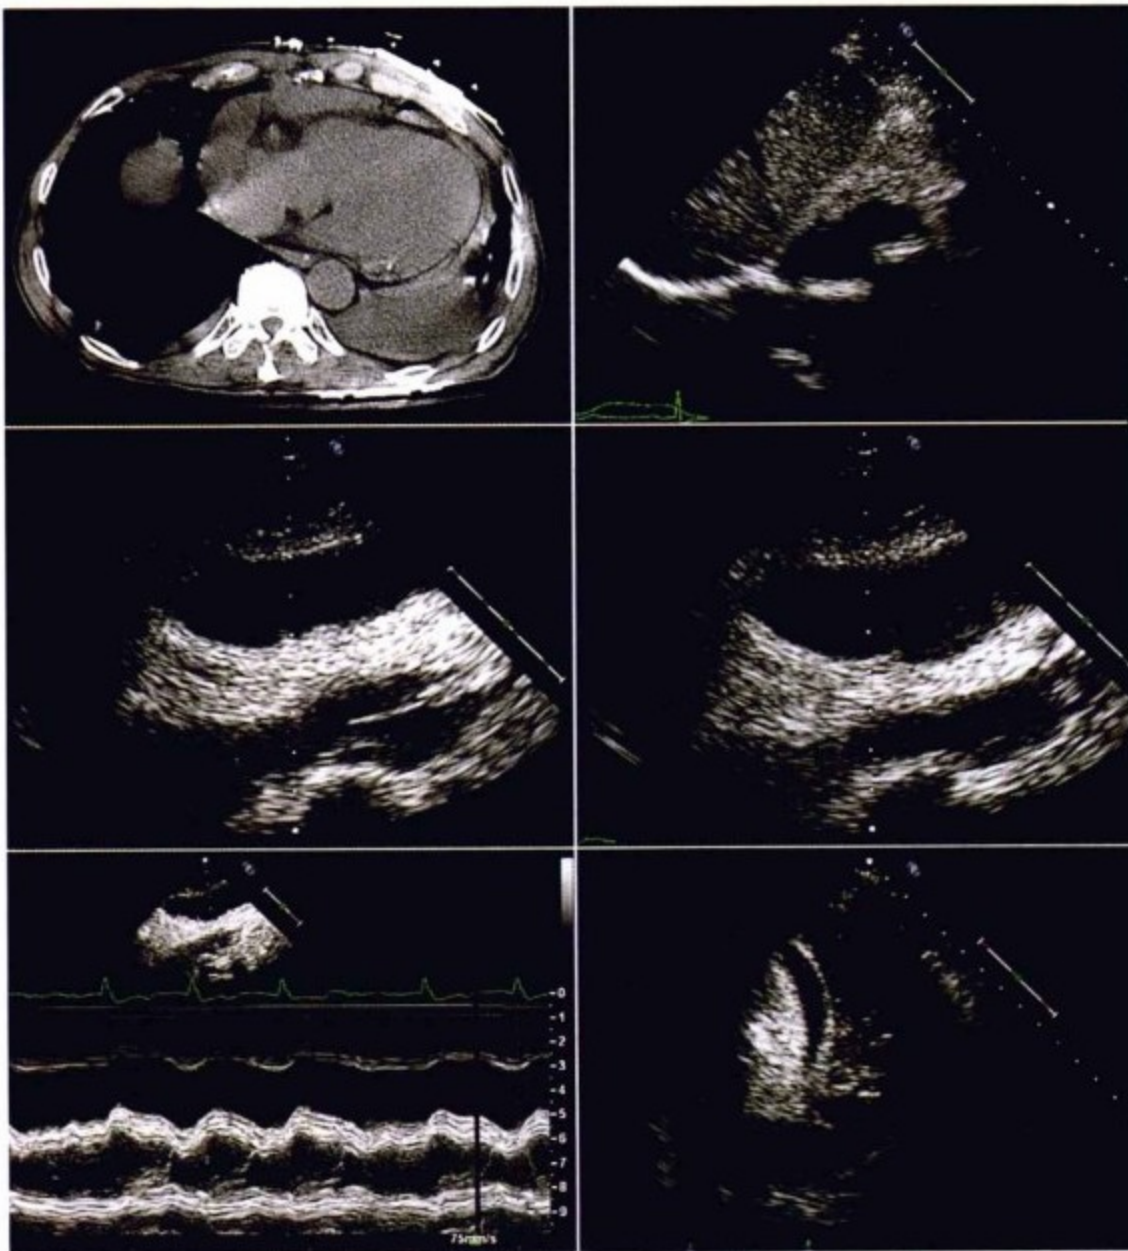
上图:左侧,平扫CT轴位。左侧胸腔积液,但属局限性心包积液,局限于右侧房室面。右侧,肋间超声显示积液聚集于右侧房室面,与CT相似。中图:积液放大图像,心房壁,右心房。收缩期,非常狭小的右心腔右侧有线性结构。右心房和右心室收缩期要大于在舒张期(三尖瓣开放),右心房室被积液压迫。下图:左侧,右心室舒张期塌陷。右侧,通过左侧胸部和胸腔积液显像;左心室少量心包积液。
